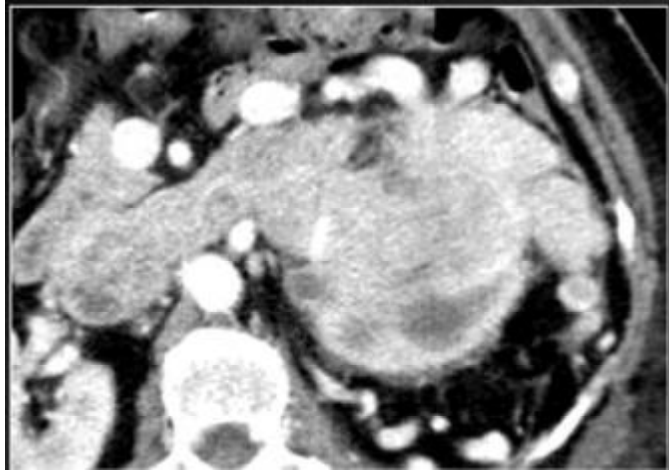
Aspect TDM d'un cancer du rein gauche avec envahissement massif de la veine rénale et veine cave inférieure [348].
